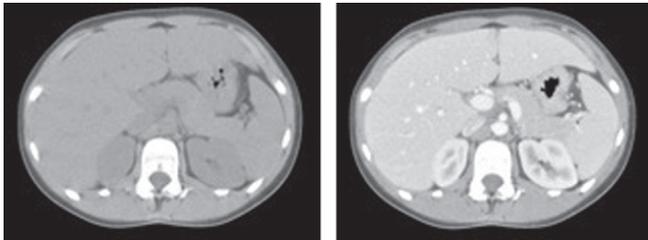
TDM abdominale. À gauche, sans injection. À droite, avec injection temps portal.
